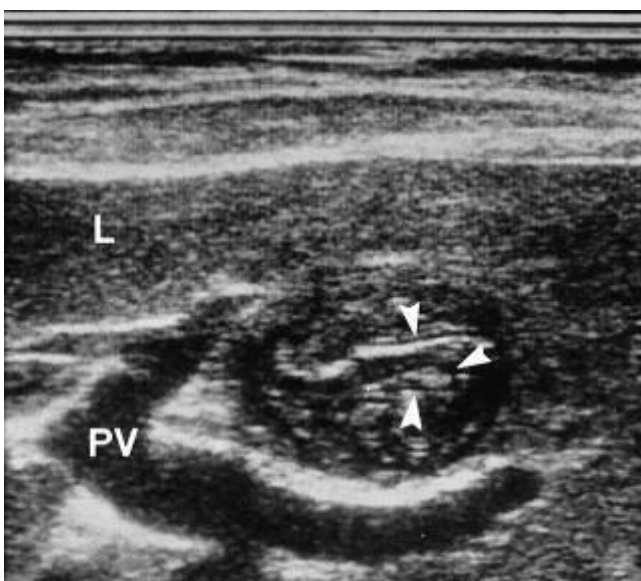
Умерший Э, УЗИ, серая шкала – эхогенные линейные структуры, отсутствие жидкости внутри, гипоэхогенный ободок по периферии
